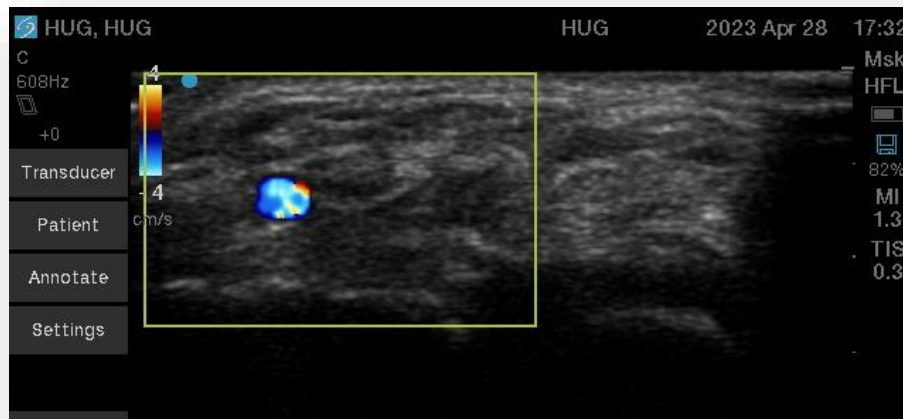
échographie de l'artère radiale d'un poignet effectuée par moi-même
